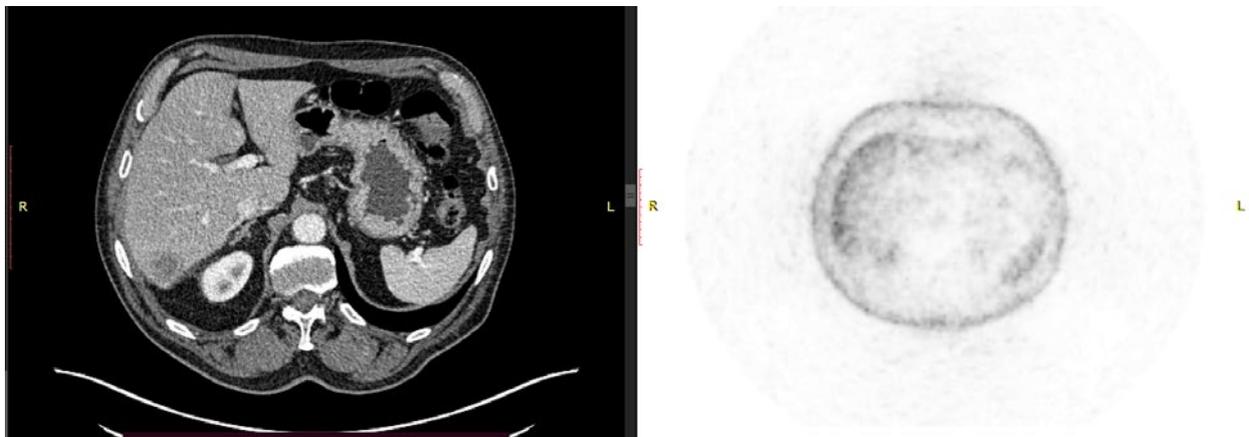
ПЭТ/КТ в предоперационном периоде.
